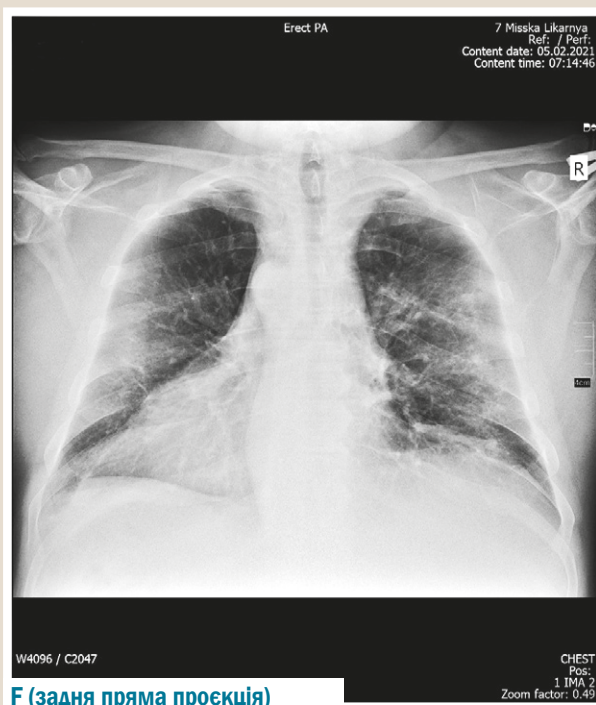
Рентгенограми органів грудної порожнини пацієнта:
